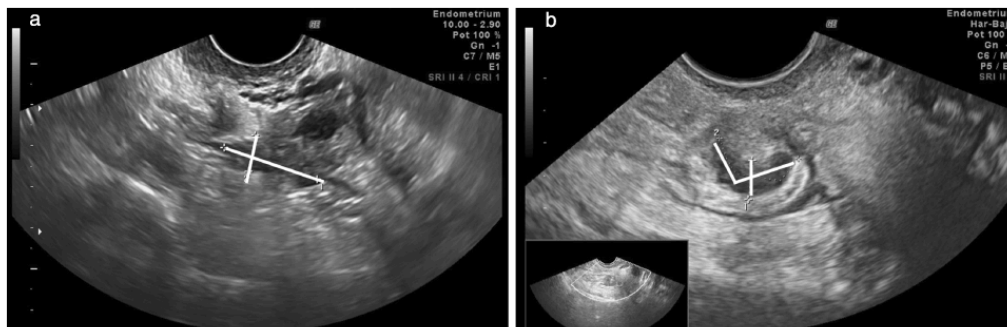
Transvaginal ultrasound (TVS) images (longitudinal plane) of deep infiltrating endometriotic nodule on rectosigmoid wall in same patient: (a) without bowel preparation prior to TVS; (b) with bowel preparation prior to TVS.
